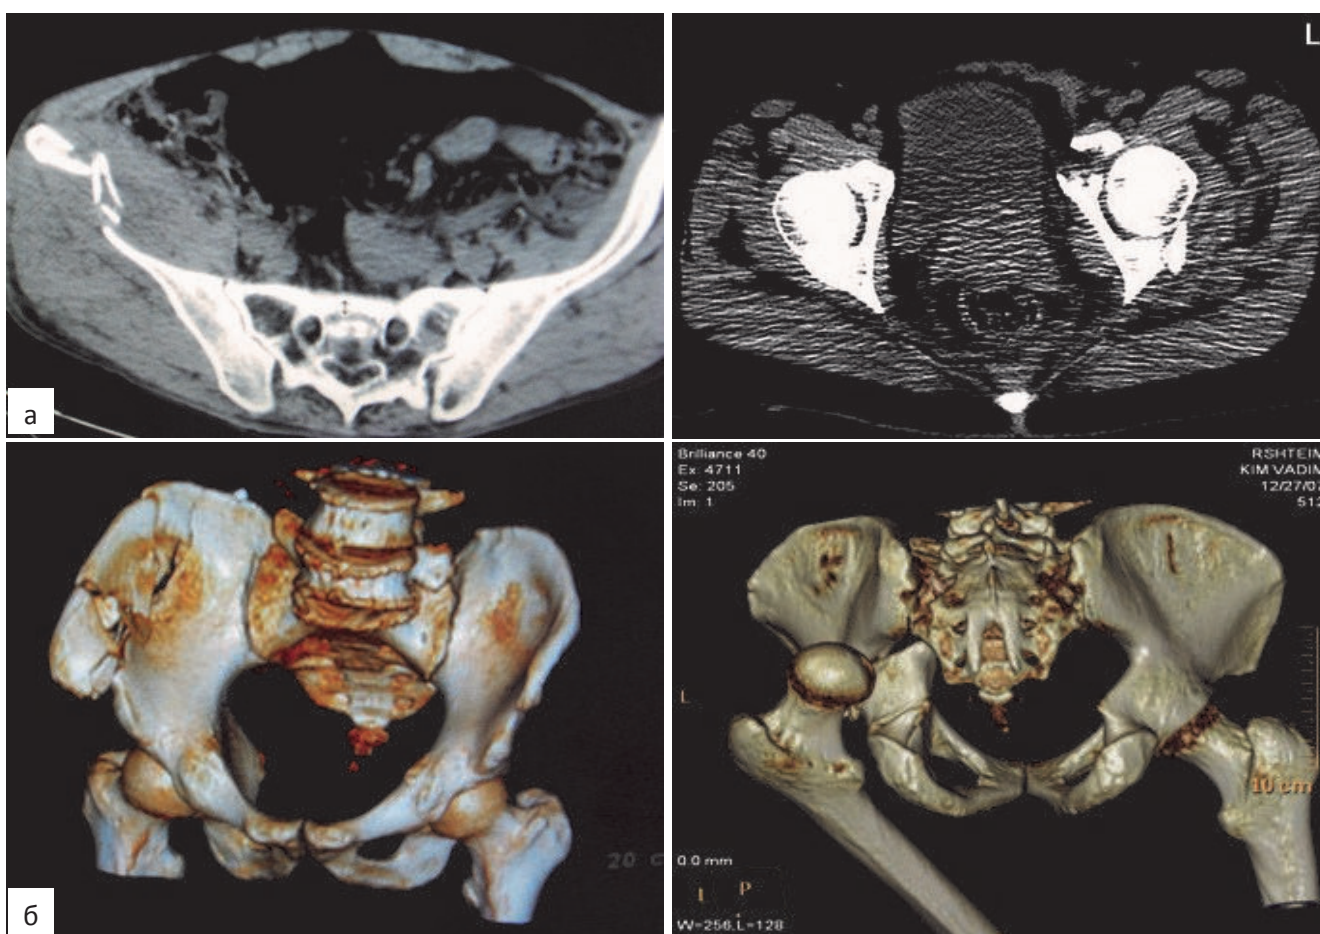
МСКТ: серия сканов (а), в режиме 3-D (б).
